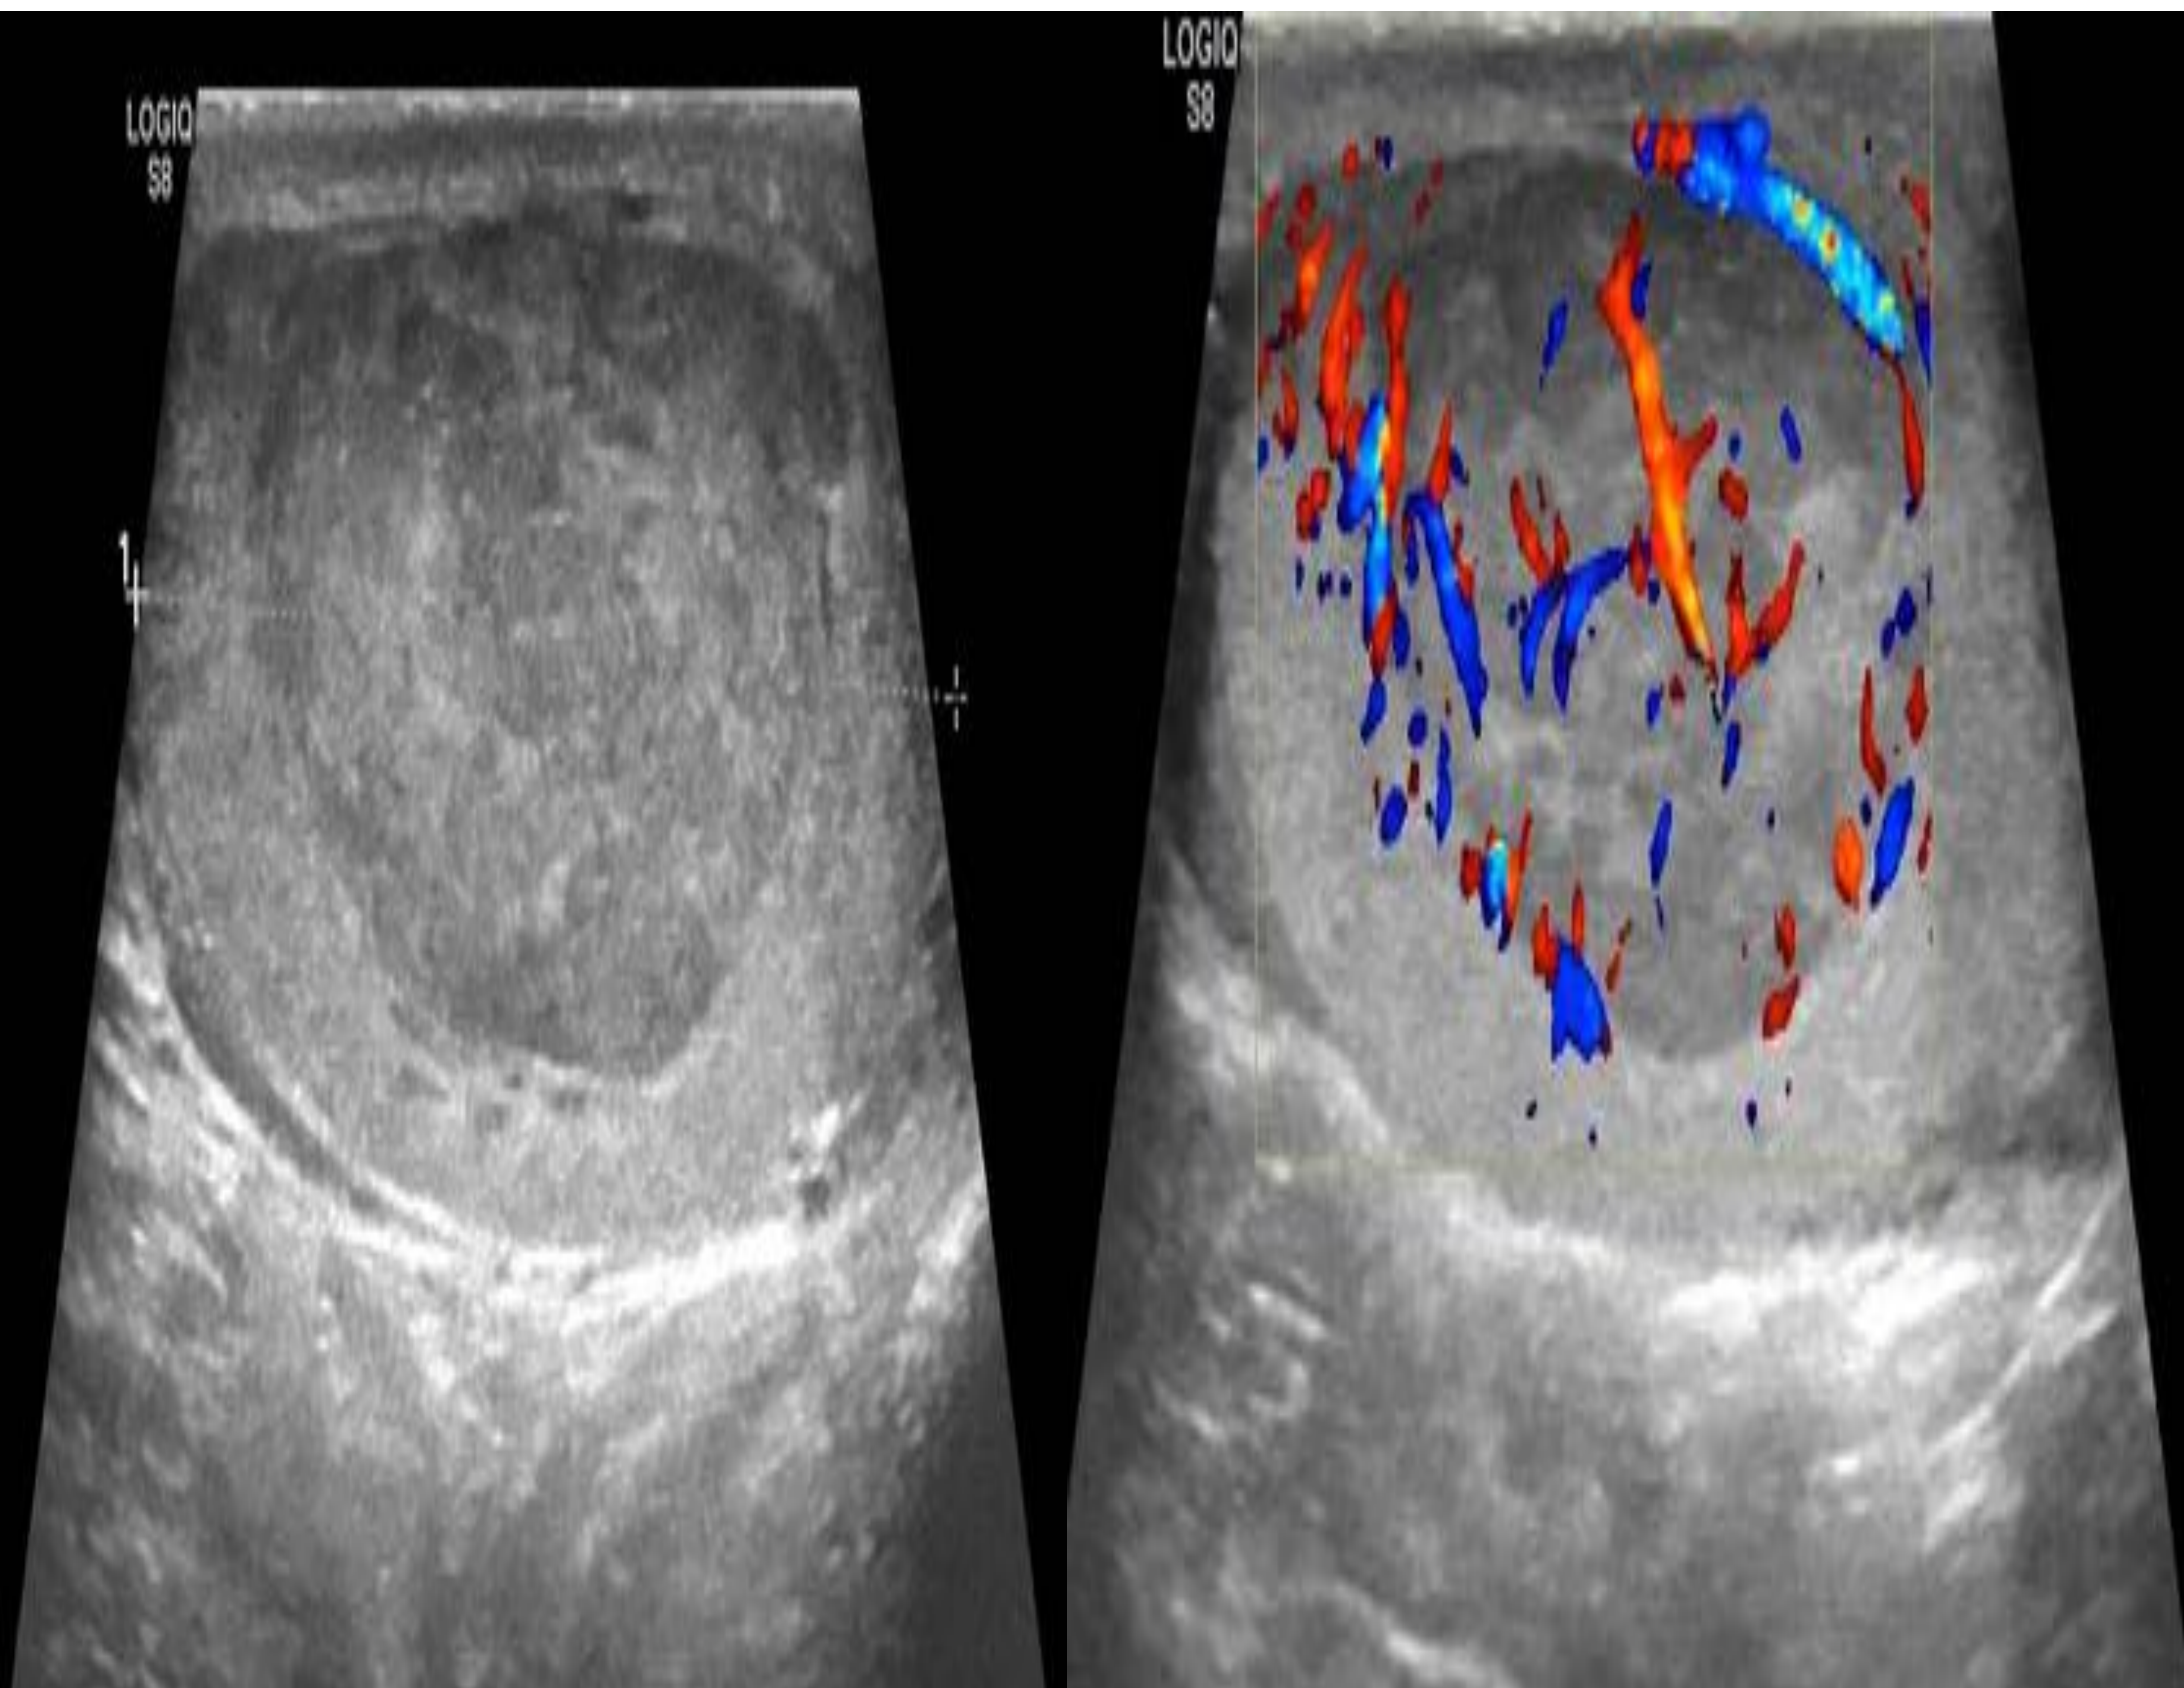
Seminoma clásico de masa única: puede presentarse como una masa única de ecogenicidad heterogénea y contornos bien definidos, que muestra un aumento en el flujo en modo Doppler, en un paciente de 43 años que presenta urgencia por dolor testicular.
